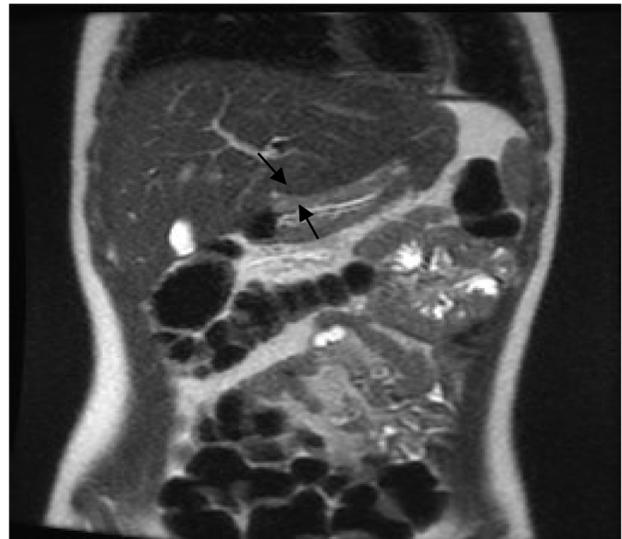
Resonancia Magnética. Marcado engrosamiento de las paredes y disminución de la luz intragástrica.
